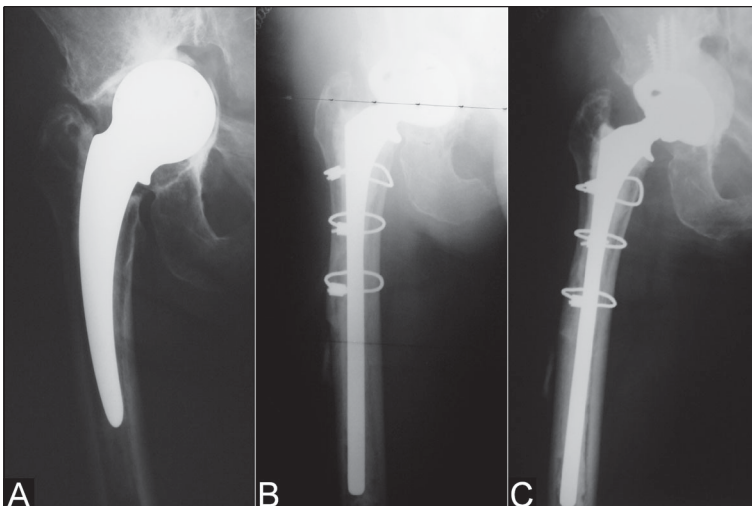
A) Hombre de 71 años de edad tres años post artroplastía de cadera con aflojamiento aséptico de vástago femoral cementado. B) Radiografía en el postoperatorio inmediato de revisión con vástago no cementado largo de fijación distal. C) Control a los 2 años, con desaparición del rasgo de osteotomía, vástago estable y 98 puntos en la escala de Harris.
